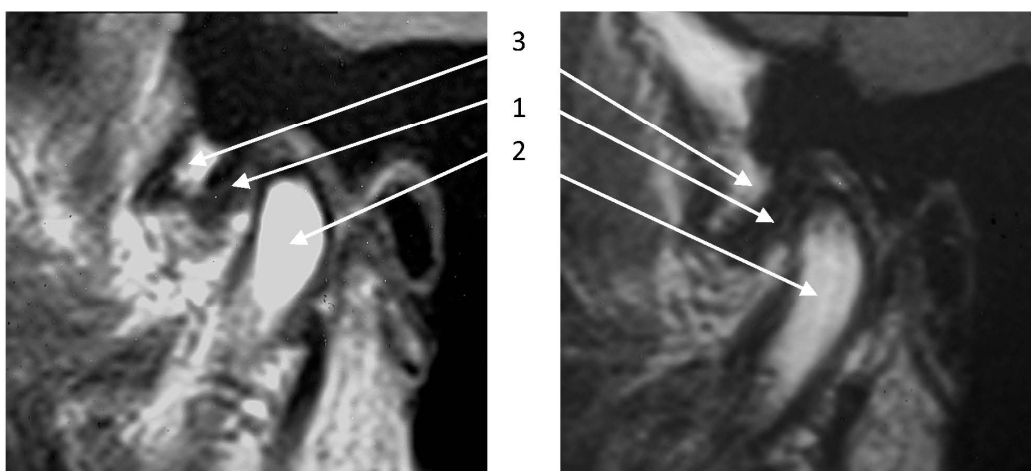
Хвора С. МРТ у косій сагітальній проекції у звичній оклюзії: 1 – суглобовий диск; 2 – головка нижньої щелепи; 3 – суглобовий горбик.
